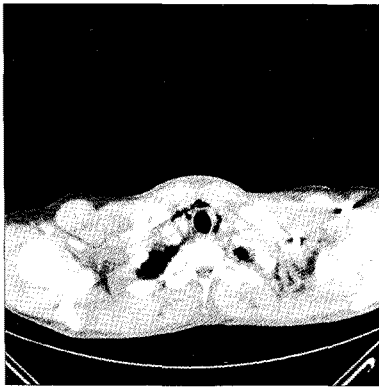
Chest computed tomography of the case 2 patient. Inferior extension of cervicofacial air-forming infection, to superior mediastinum, suggestive of cervicofascial necrotizing fasciitis.
